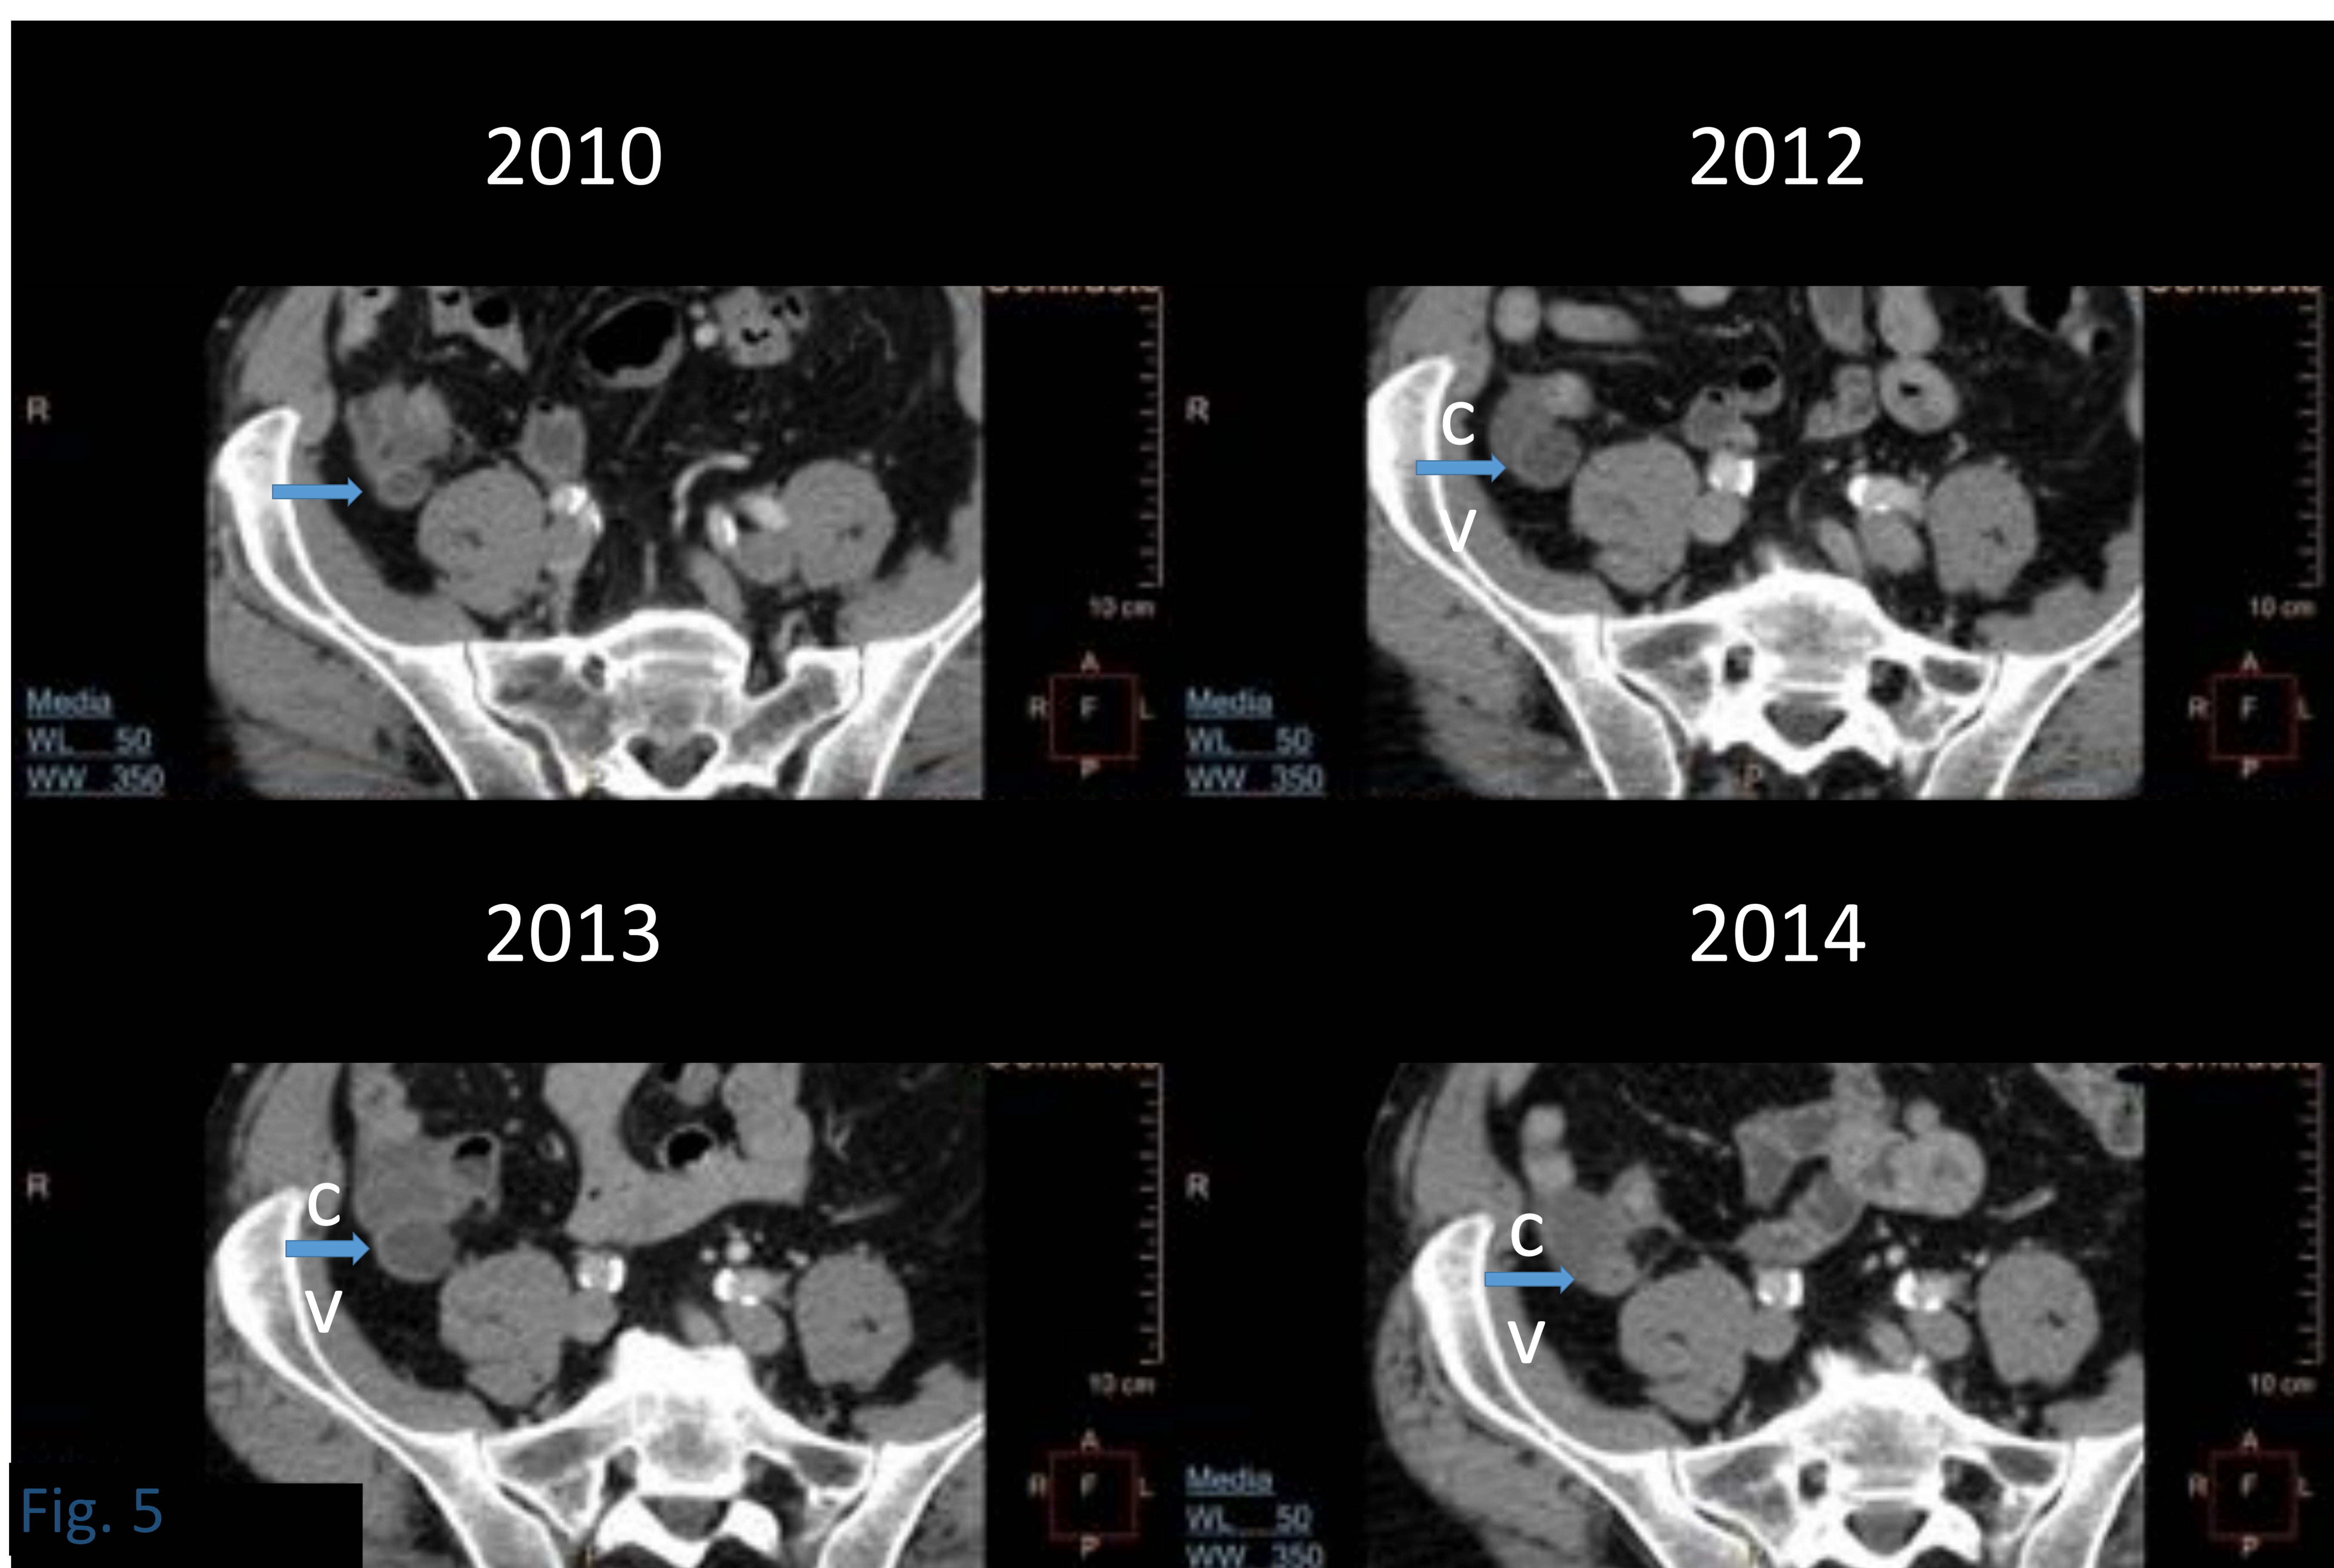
Observamos cuatro imágenes axiales de TC con CIV de un mucocele del mismo paciente en los años 2010, 2012, 2013 y 2014. Podemos observar como va aumentando de tamaño hasta que en el año 2014 se rompe, disminuyendo su calibre y dejando salir la mucina. Se trató de una LAMN.
